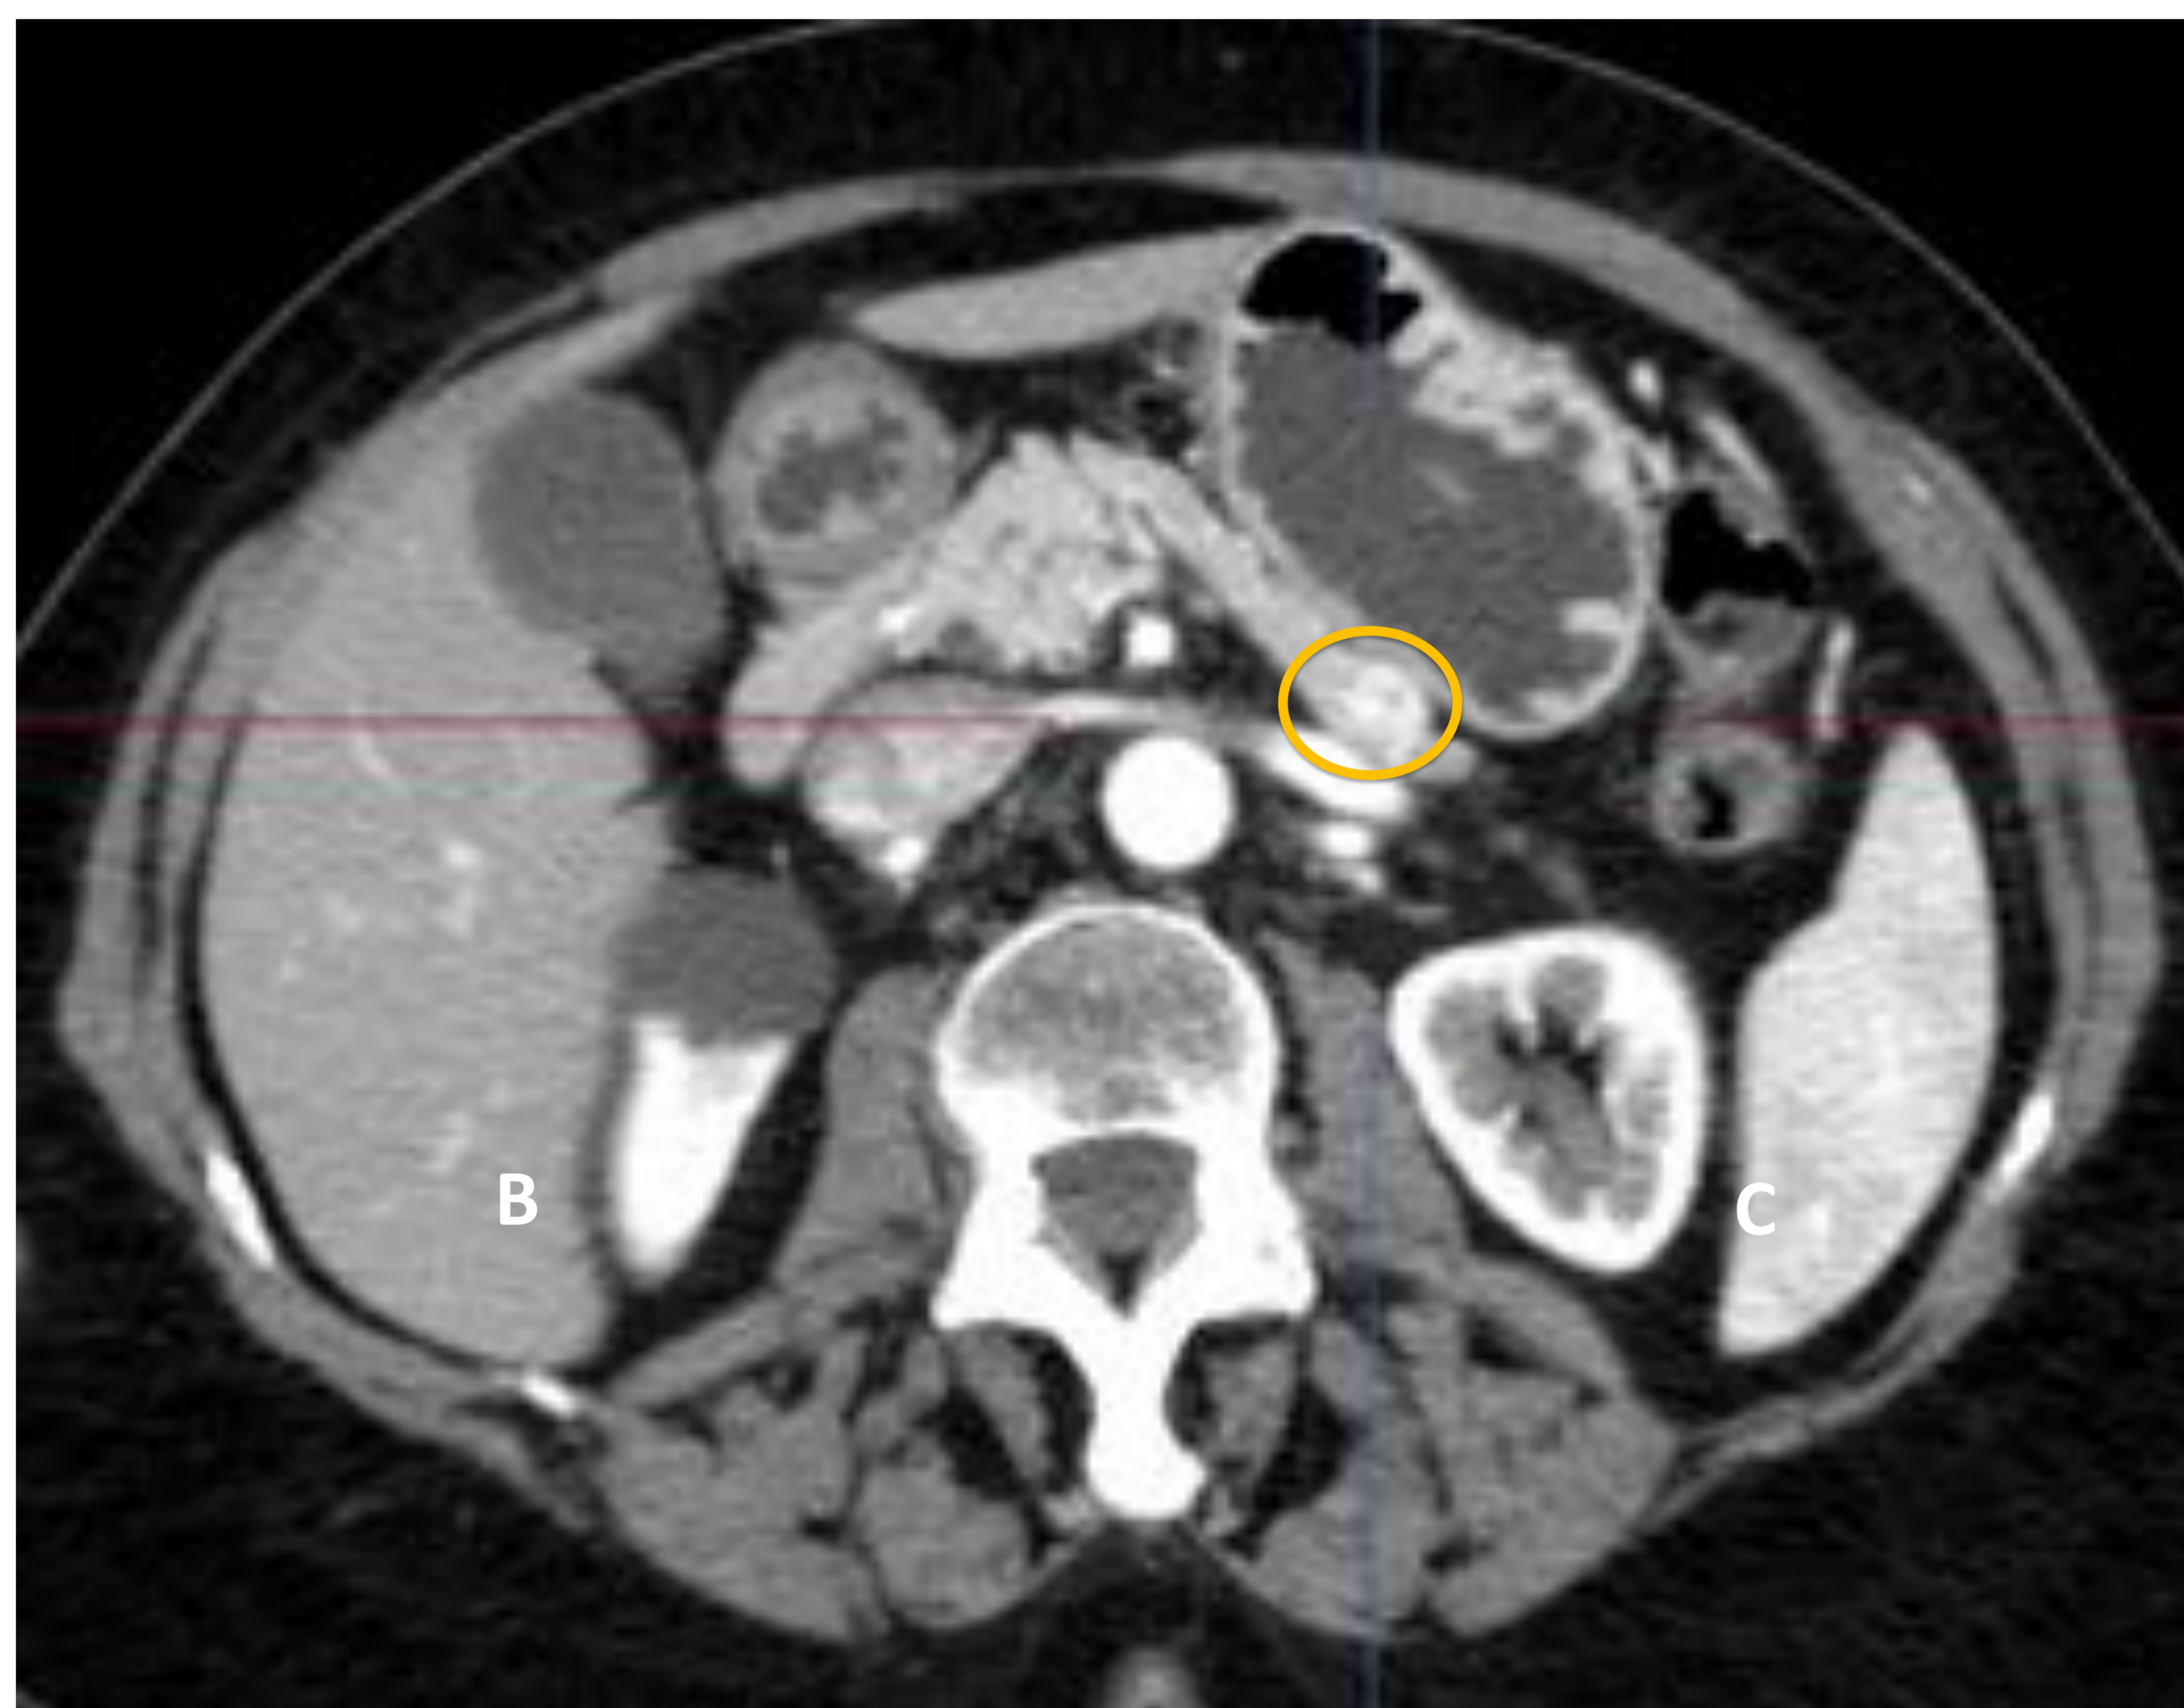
Tumor neuroendocrino en la cola del páncreas. Imágenes TC en planos axial (A), coronal (B) y sagital (C). Se observa una lesión hiperdensa en fase arterial que no presenta comunicación con vasos, en relación con un tumor neuroendocrino (círculo).
